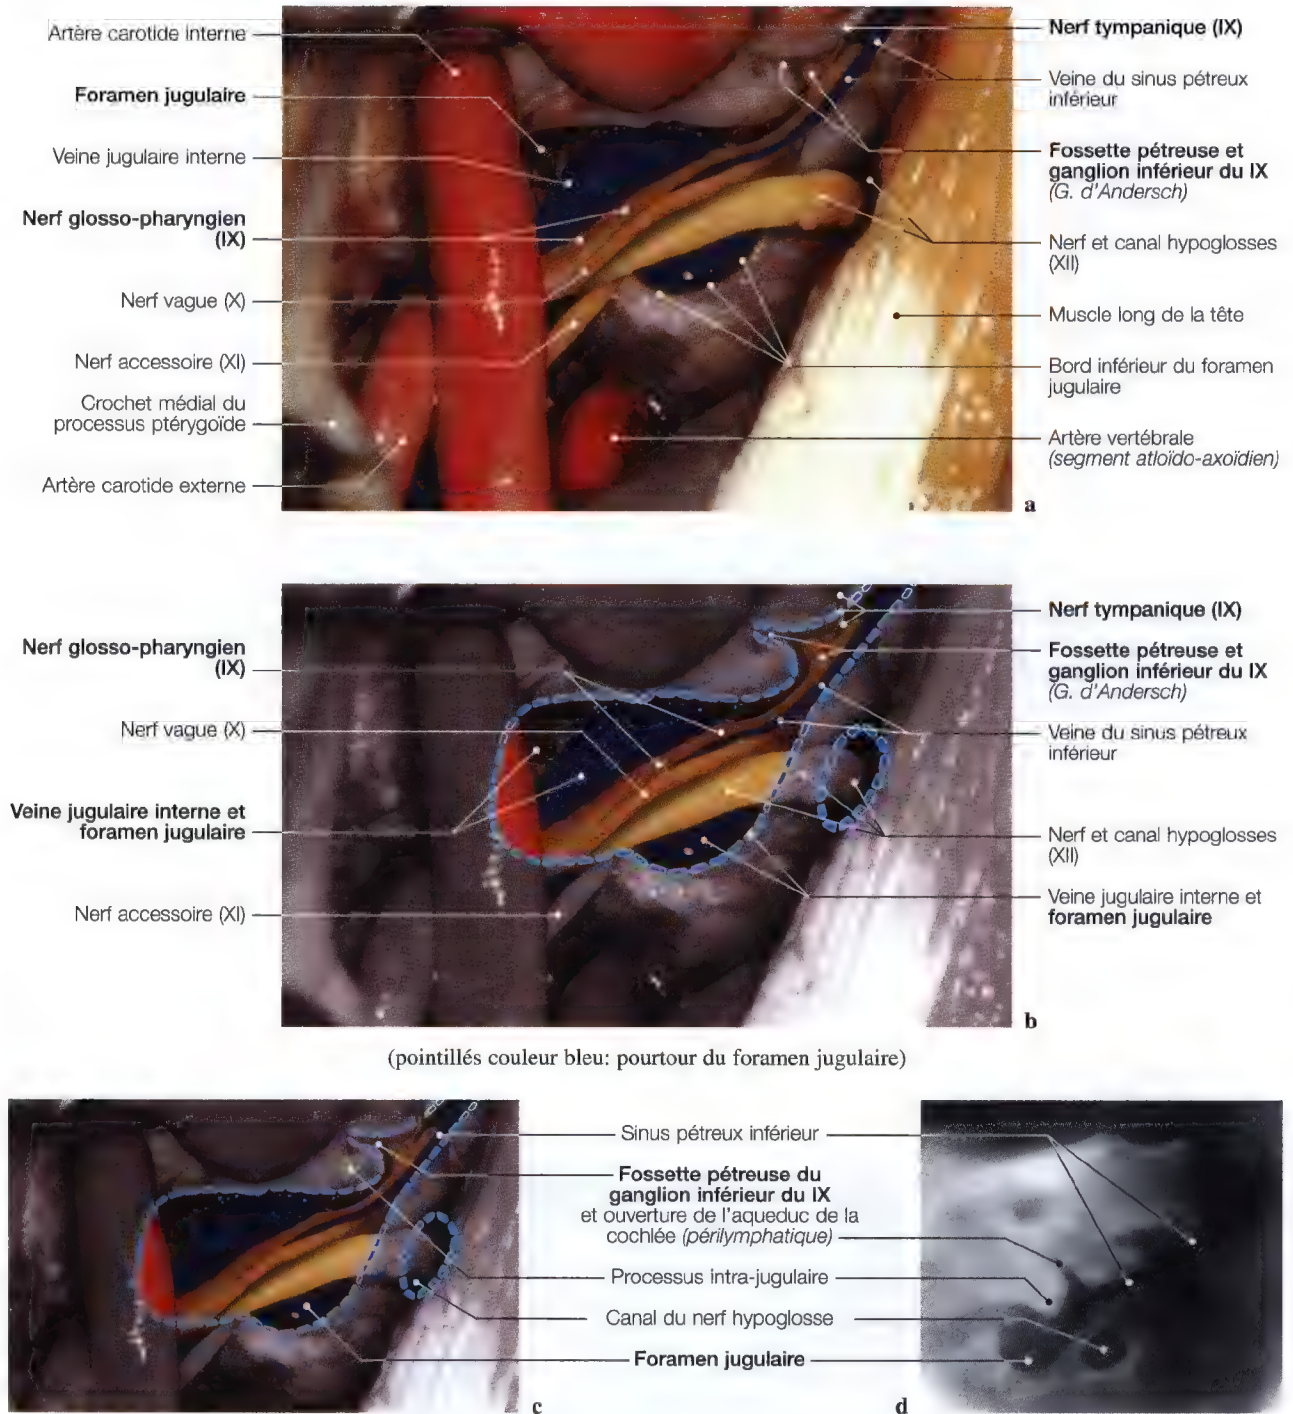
a–d. Etude du contenu vasculo-nerveux de la région du foramen jugulaire pour la mise en évidence du nerf glosso-pharyngien; dissection anatomique (a – c); TDM (d). (Dissection anatomique: Pr. C. Sen, C.S. Chen, K.D. Post, *Microsurgical Anatomy of the Skull Base*, Thieme 1997)
